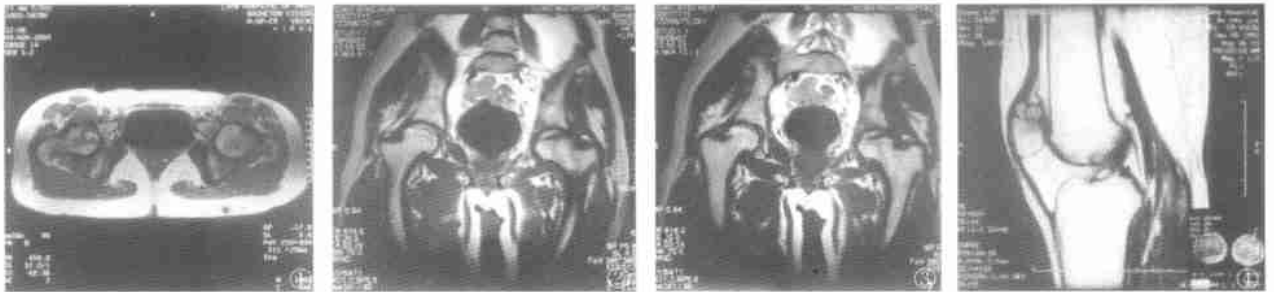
坏死中心呈高低混杂信号(双髋横切面 T1 MRI 片) 图 2 坏死区周围出现单线和双线带状影(双髋冠状面 T1 MRI 片) 图 3 左股骨头出现变形(双髋冠状面 T1 MRI 片) 图 4 髌骨坏死(左膝矢状面 T1 MRI 片) 图 5 肱骨头坏死(右肩冠状面 T1 MRI 片)
